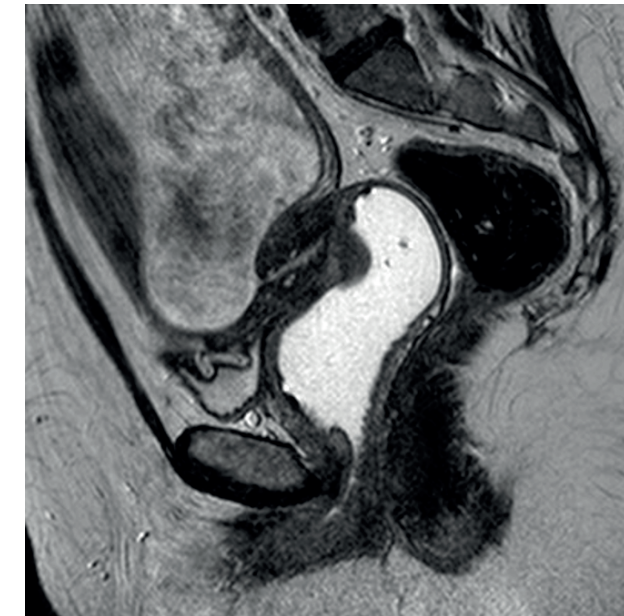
Resonancia magnética a las 14 semanas: Neoplasia parcialmente exofítica confinada al labio anterior del cérvix (9x14x27 mm), sin compromiso parametrial. Estadio FIGO IB2.
